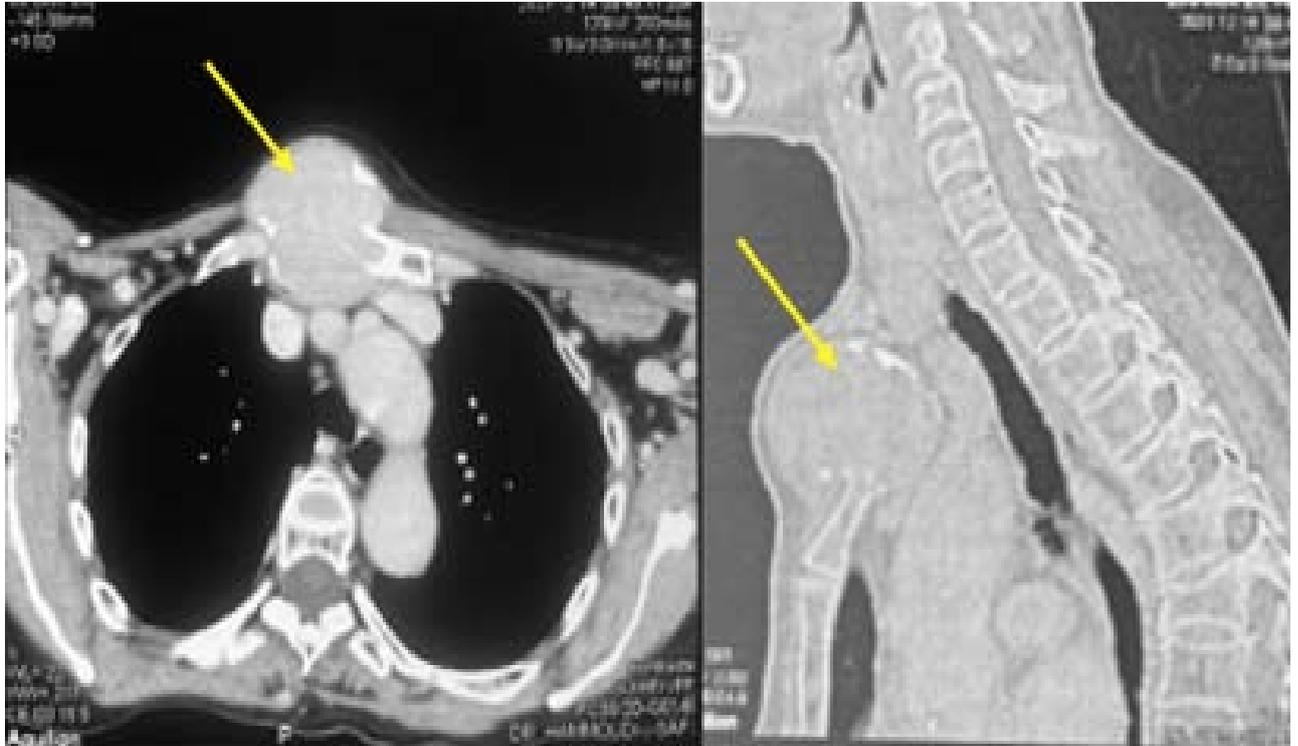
TDM cervico-thoracique (le 11/02/2022)
